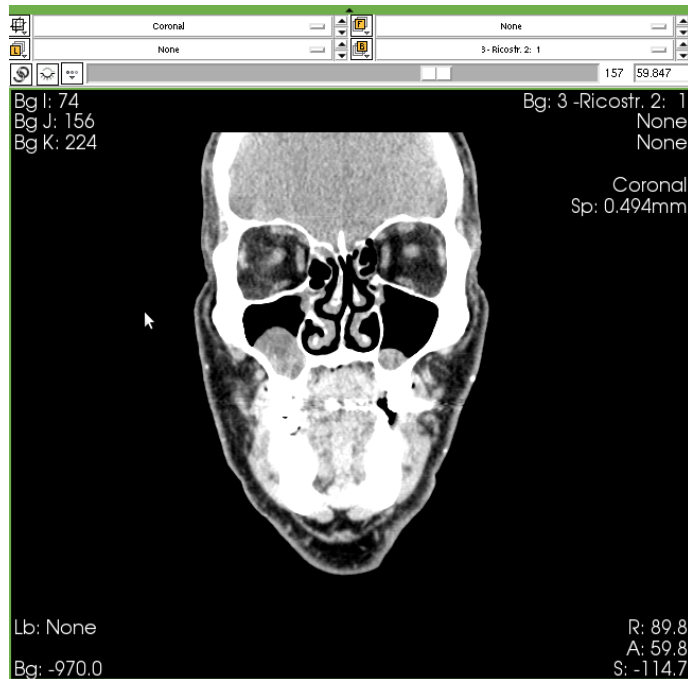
Immagine coronale di una TC
